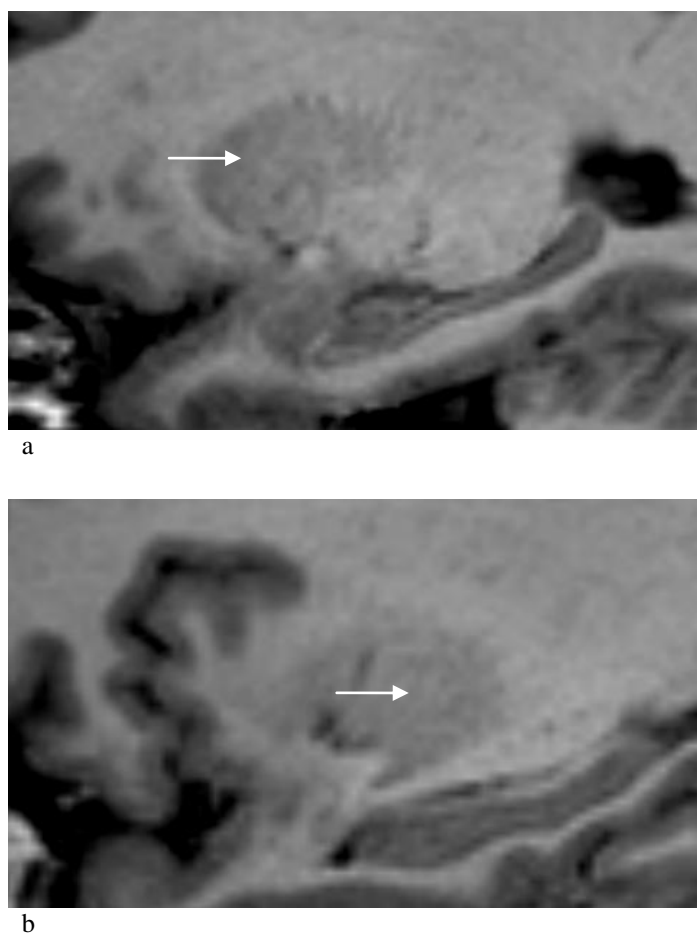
Imágenes de RM, secuencia 3D FSPGR, plano sagital, donde se identifica el núcleo lenticular (flechas) de más medial (a) a más lateral (b).
